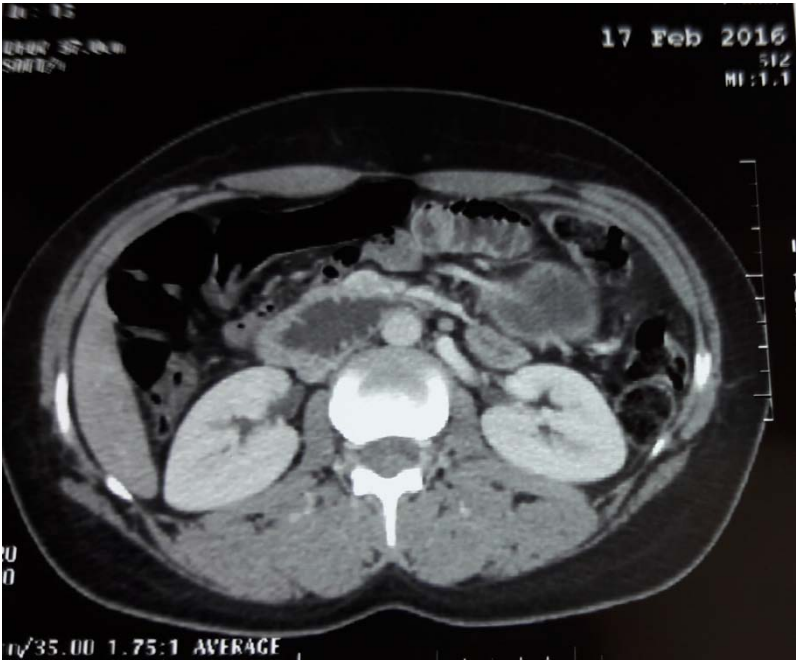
Image TDM d'une pancréatite aigue stade D
